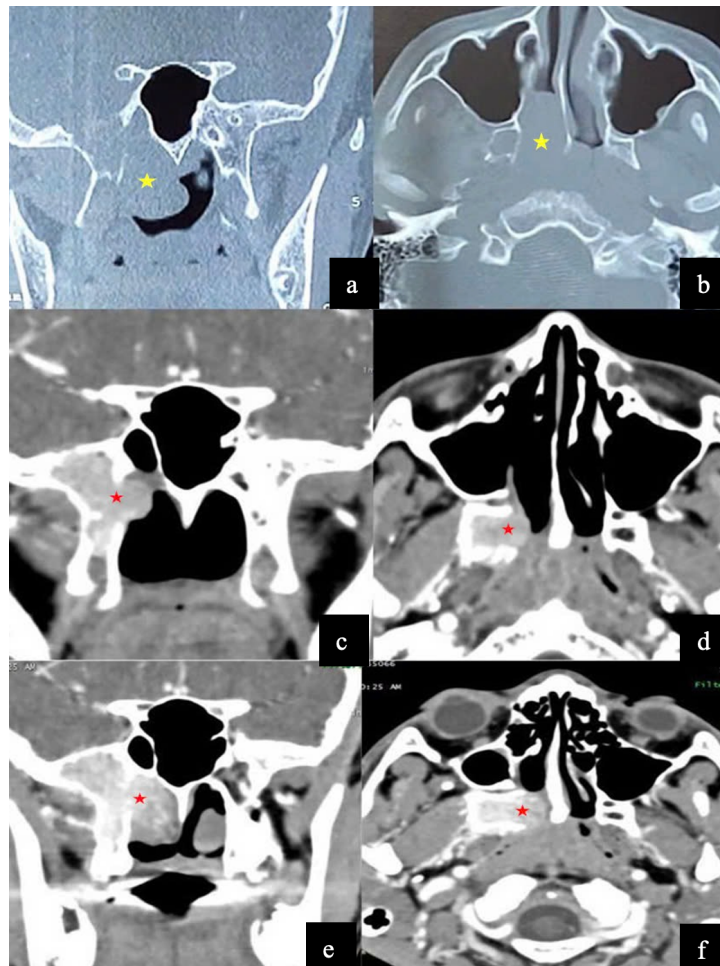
CT scan kiểm tra sau 6 tháng PT
